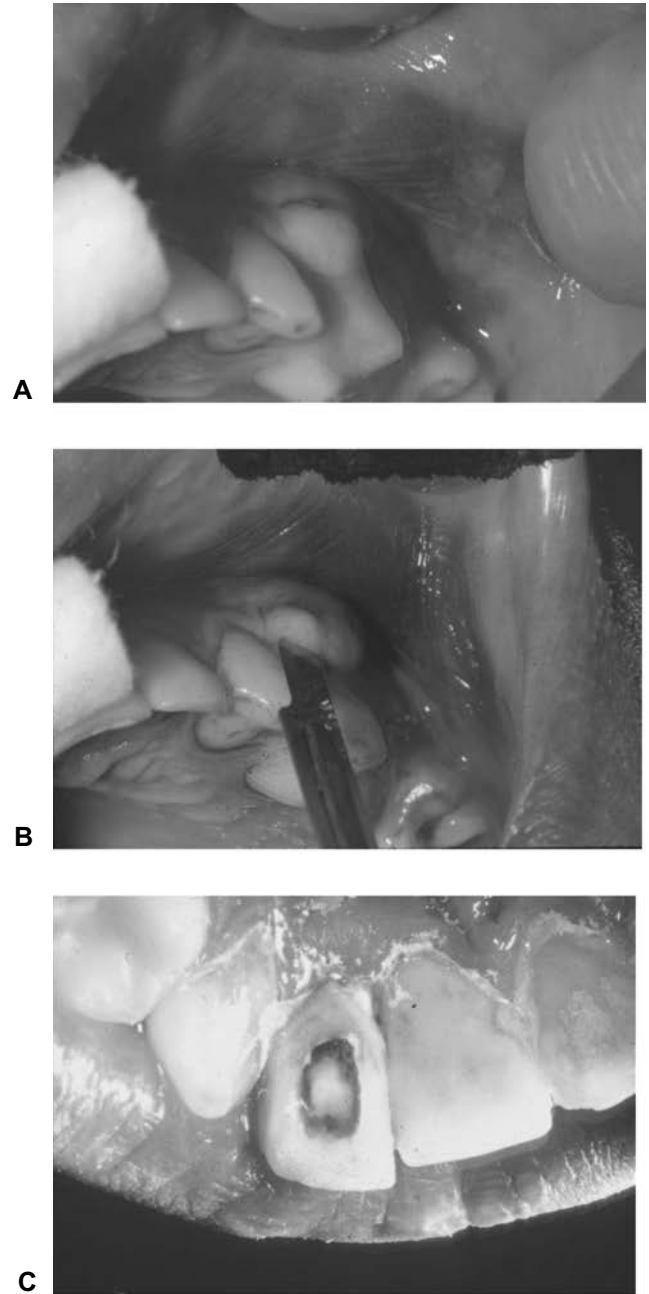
Drenado de abscesos periapicales. (A) Incisión en zona vestibular con salida de exudado purulento. (B) Trepanación a través de cámara pulpar y (C) conducto radicular del incisivo central superior con salida de exudado purulento.
